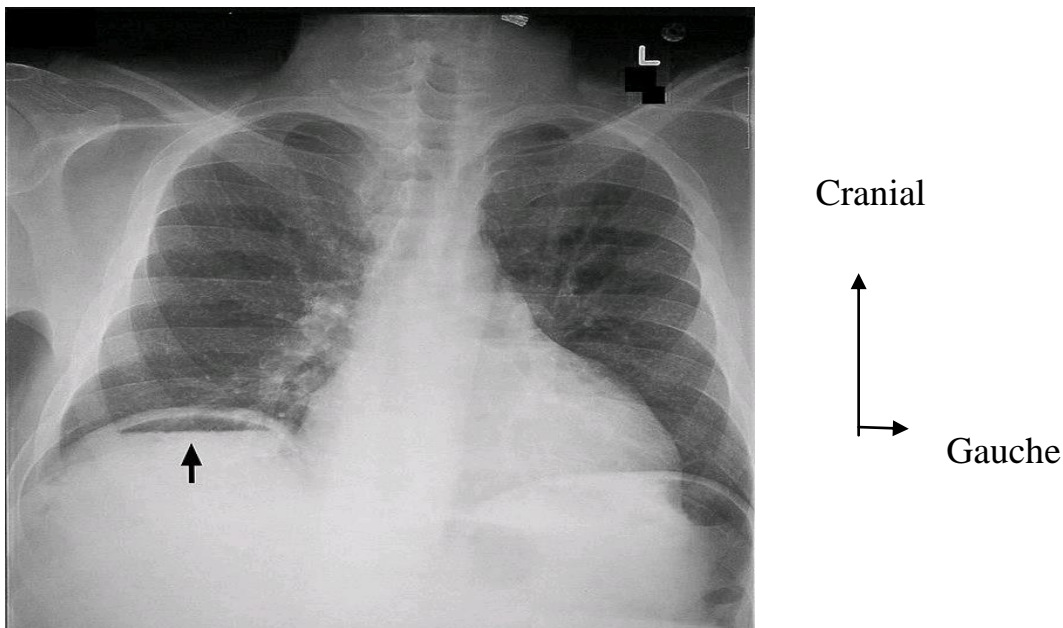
Radiographie de l'abdomen sans préparation debout de face
